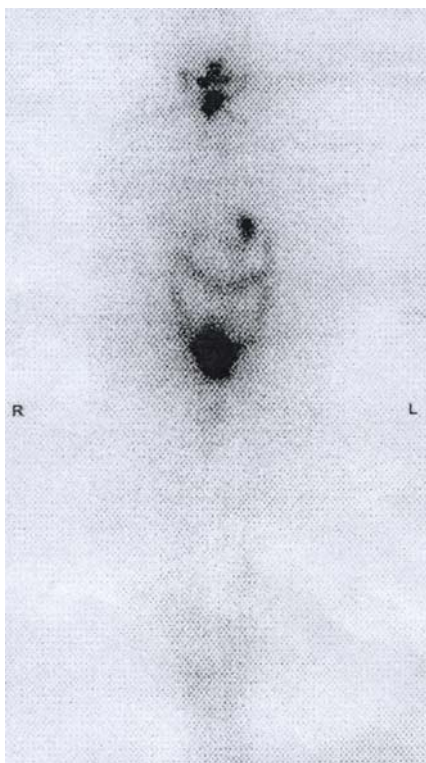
Сцинтиграфия ЩЖ ^{123}I у больной Р. через 2 нед после операции, отмечается накопление радиофармпрепарата в зоне операции.
